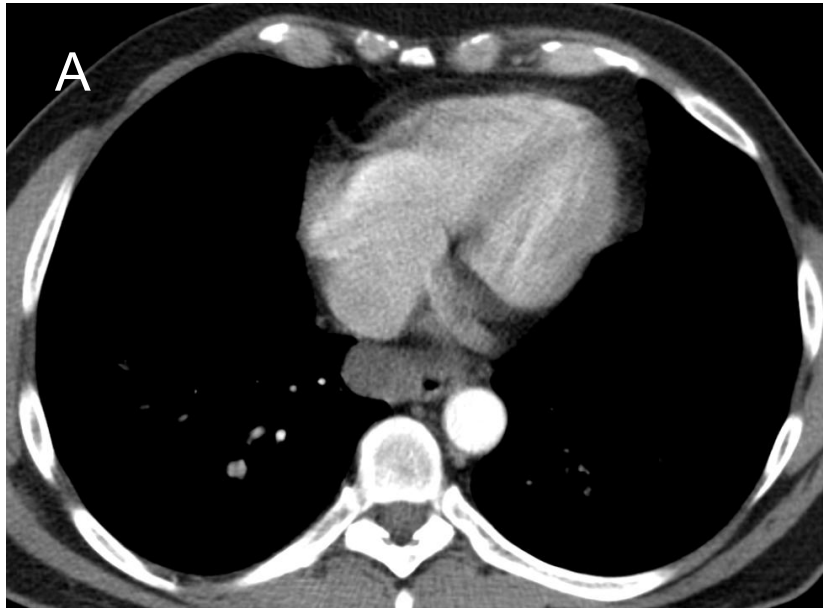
(A) TC axial muestra una masa mediastínica sin realce de contraste. (B y C) Axial T2 y T2 saturación grasa, muestran una lesión hiperintensa paramediastínica en relación con quiste broncogénico paramediastínico subcarinal.
